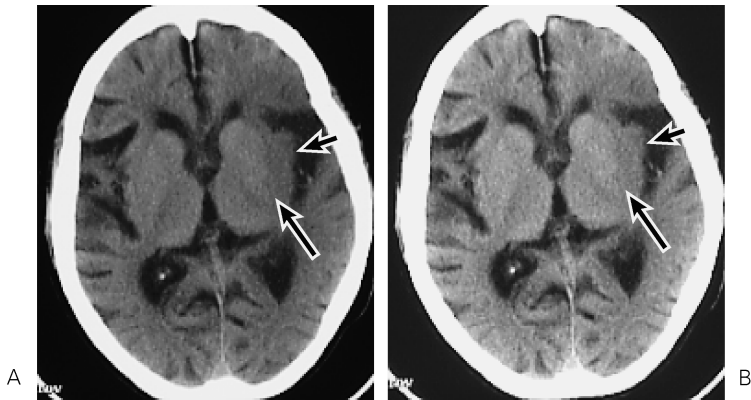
Nonenhanced CT scans of the head in an 83-year-old woman approximately 1.7 hours after a left MCA embolic stroke
